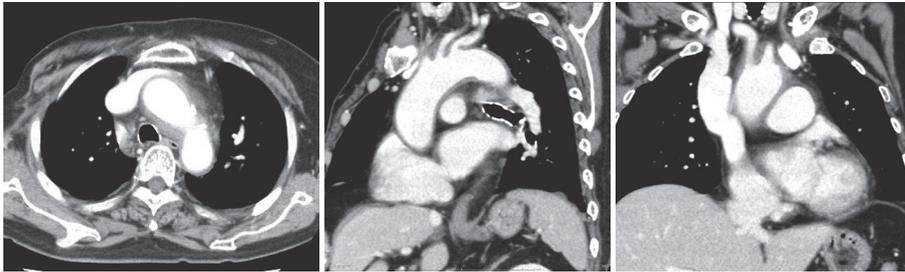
症例1の造影CT：大動脈弓部に壁肥厚あり，頸動脈や鎖骨下動脈の起始部にも壁肥厚が連続.
